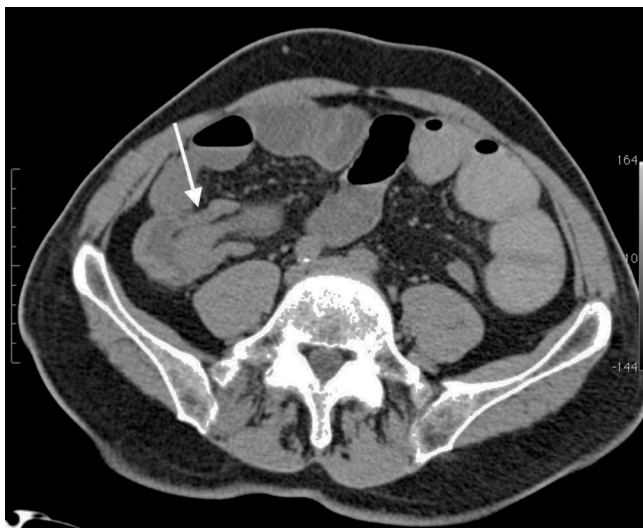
TC con contraste oral, con invaginación ileocólica de morfología tubular de íleon dentro de colon en FID (flecha) y dilatación de asas de intestino delgado.
